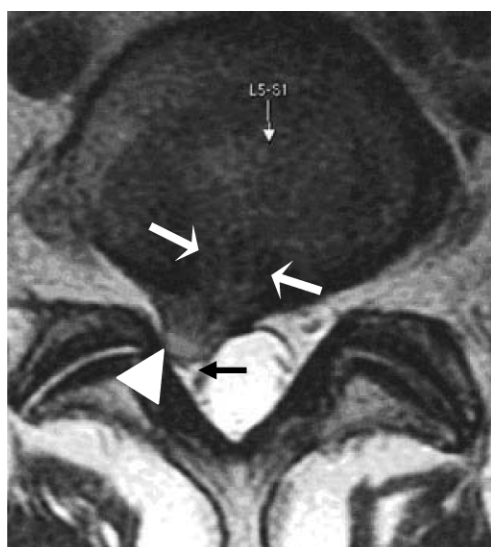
Аксимальная МР томограмма, взвешенная по T2, диска L5-S1.
